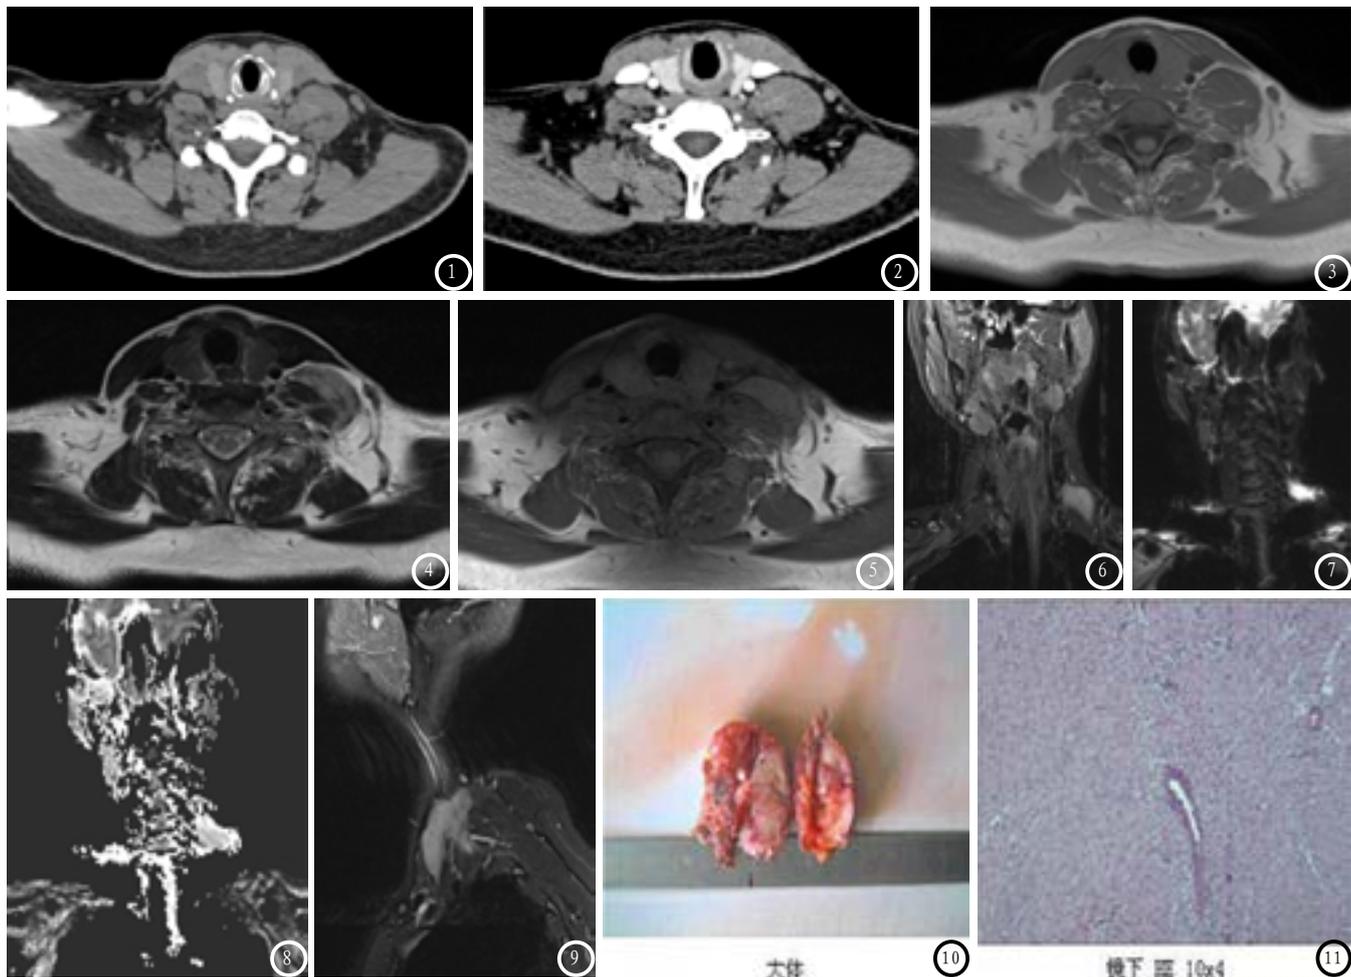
颈部CT平扫示左侧颈根部颈总动脉及颈内静脉外后方见团块状软组织密度影，密度不均匀，病变内侧边界欠清(图1)；颈部CT增强病变动脉期轻度强化(图2)。图3-9 颈部MRI示横轴位T₁WI呈等信号(图3)；横轴位T₂WI呈高信号(图4)，局部可见条片状低信号；T₁压脂呈等信号(图5)；颈部MRI冠状位T₁WI呈高信号(图6)；冠状位DWI呈高信号(图7)；冠状位ADC呈高信号(图8)；矢状位T₁WI呈高信号(图9)。图10-11 大体所见：灰红不规则组织一块，体积4*4*3cm，表面附少许脂肪组织，剖开切面见一肿物，体积3.5*3.5*2.5cm，切面灰白质；镜下所见：(颈部)梭形细胞肿瘤，局部浸润性生长，瘤细胞排列较密集，异型性不著，核分裂像少见，符合侵袭性纤维瘤病/韧带样瘤。
